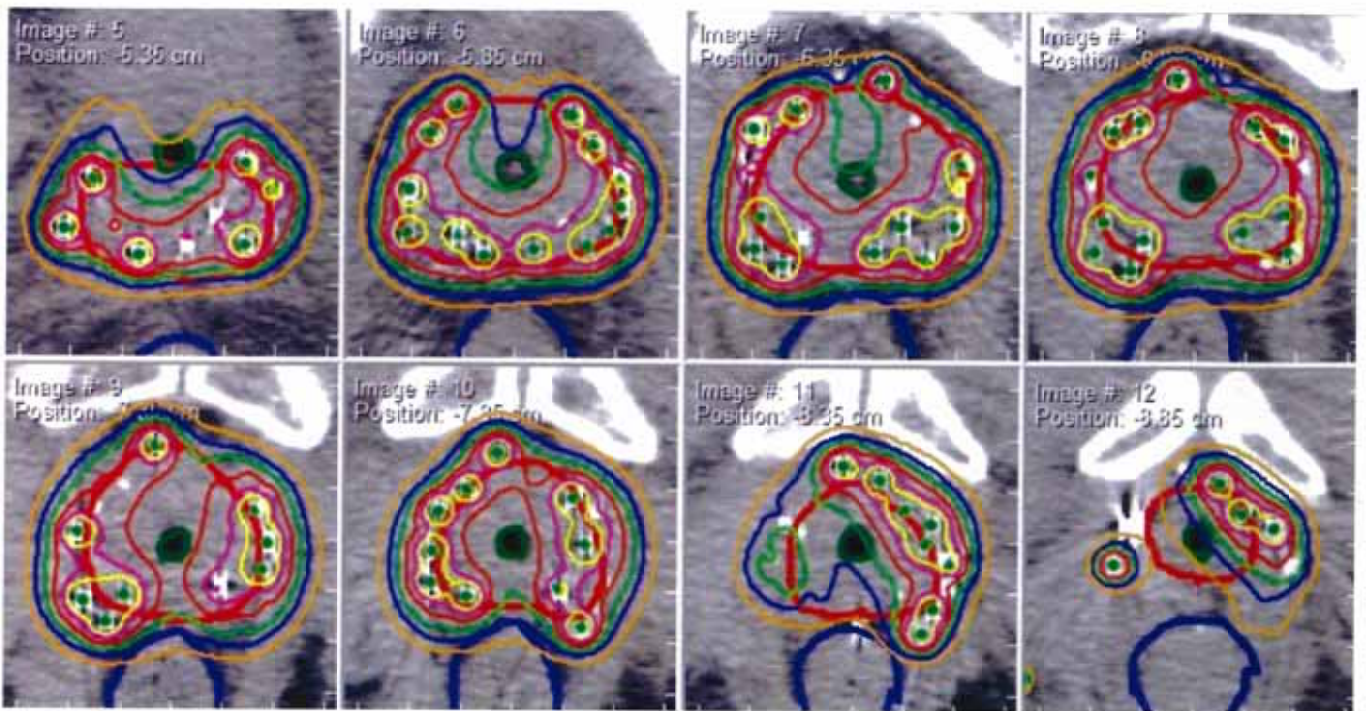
CT-based dosimetry. Circles and triangular points indicate I-125 seeds.
